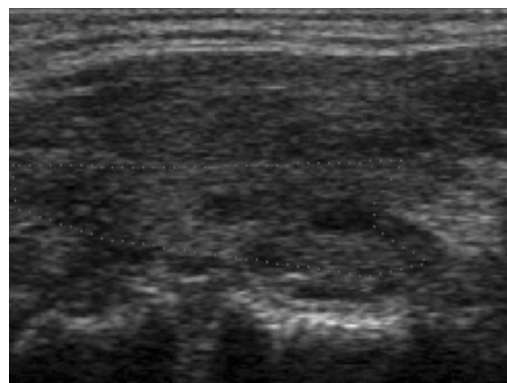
Ultrasonography of patient's thyroid gland. Irregular and hypoechoic lesions were compatible with Hashimoto's thyroiditis.
